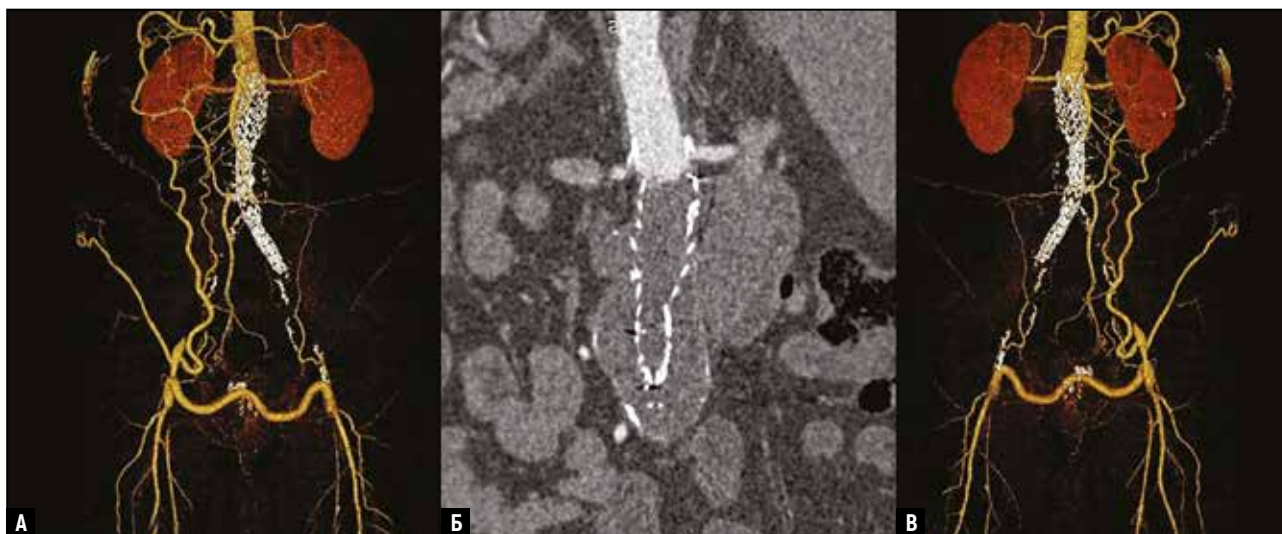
МСКТ-ангиография до операции: а – тромбоз бранши эндопротеза и бедренно-бедренный шунт; б – окклюзия эндопротеза брюшной аорты, корона располагается в области устьев почечных артерий; в – вид аорты, ее бифуркации и бедренно-бедренного шунта сзади
